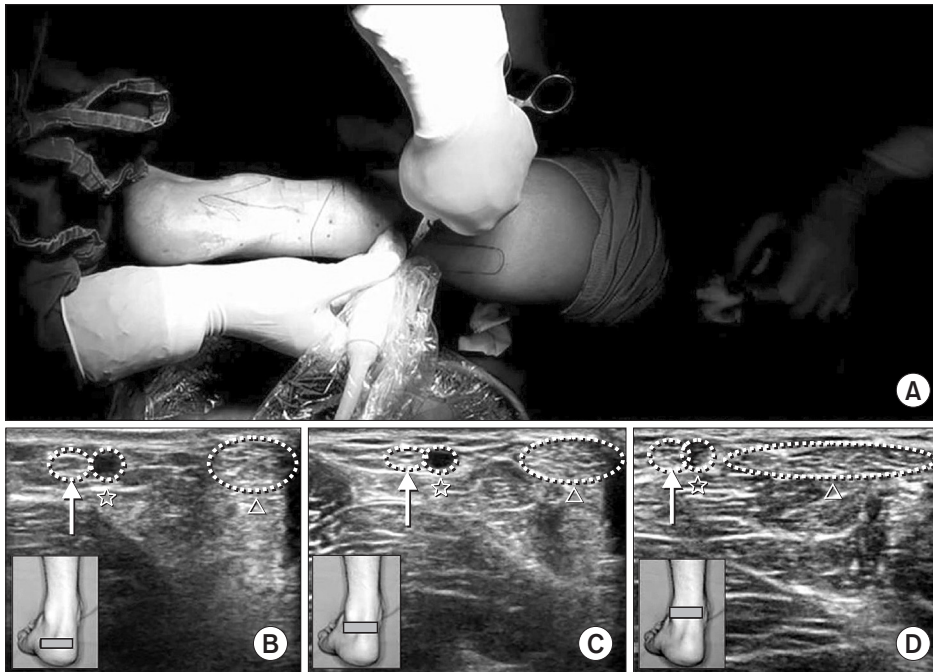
(A) Surgical scene of intraoperative ultrasound-guided percutaneous repair of the left Achilles tendon. Axial ultrasound scan, which indicates sural nerve lateral to the lesser saphenous vein and Achilles tendon at the distal portion (B), mid portion (C), proximal portion (D). These show that the sural nerve becomes closer to Achilles tendon as the probe is moved from the distal to proximal portion. Arrow and dotted ellipse: sural nerve; Asterisk ellipse: lesser saphenous vein; Triangle ellipse: Achilles tendon.
